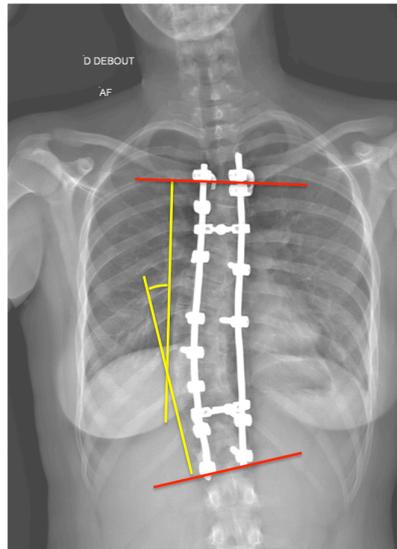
Angle de Cobb de l'instrumentation : mesuré sur la radiographie postopératoire entre le plateau supérieur de la vertèbre instrumentée la plus proximale et le plateau inférieur de la vertèbre instrumentée la plus distale
